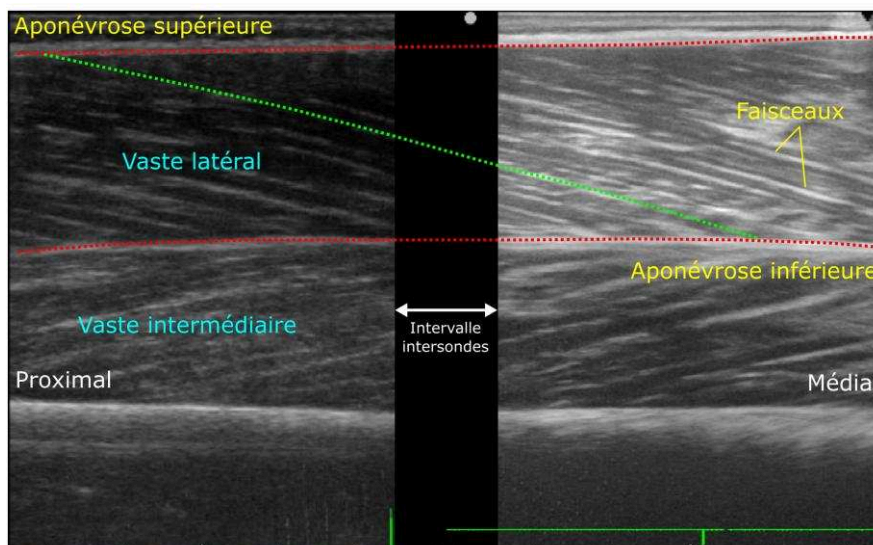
F4. Traitement de l'architecture musculaire du vaste latéral sur la base de deux images échographiques enregistrées par deux sondes échographiques attachées en série et placées proximale et médialement par rapport au muscle. Les sondes sont séparées d'un intervalle connu et fixe (double flèche horizontale), mis à l'échelle sur l'image. Un faisceau musculaire (en vert) et les aponévroses superficielle et profonde (en rouge) sont identifiés et reproduits à l'aide de « segments » curvilignes. La longueur du faisceau est calculée comme sa longueur totale entre les deux aponévroses.
